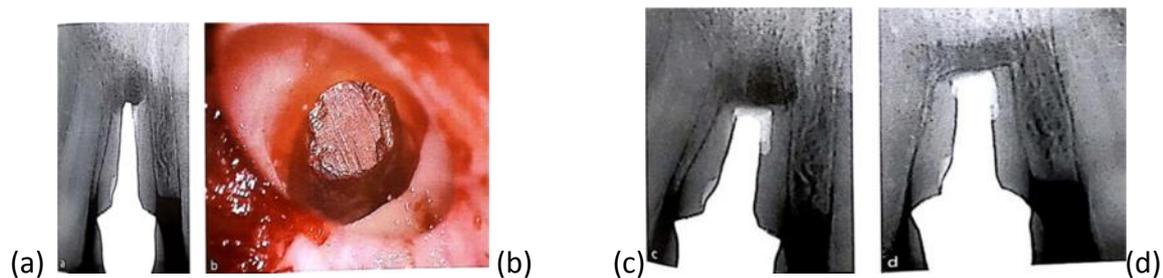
(a) Précédente résection apicale et lésion apicale symptomatique persistante sur 11. (b) Vue clinique de la surface apicale réséquée. Une gorge a été préparée autour du tenon par les inserts ultrasonores. (c) Radio postopératoire montrant l'obturation autour du tenon sur 3 mm. (d) Guérison complète à 1 ans.
